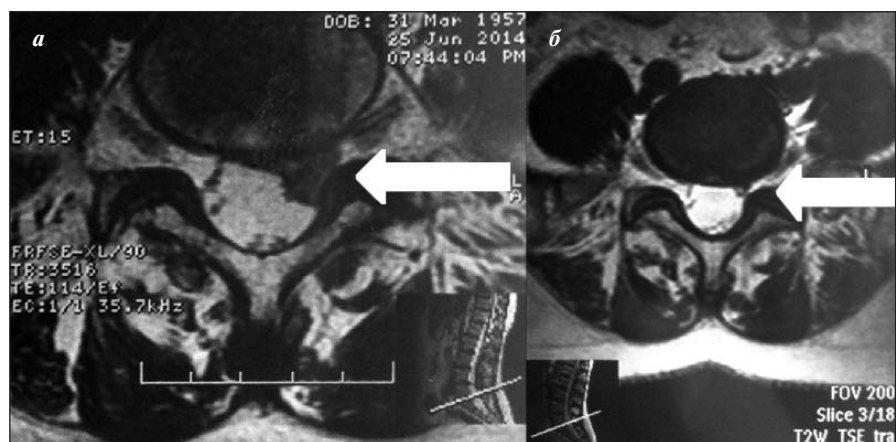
МРТ позвоночника в режиме T2 (аксиальная проекция). а – экструзия диска L_4 – S_1 (заднебоковая, слева; стрелка); б – регресс экструзии диска через 8 мес (стрелка)
